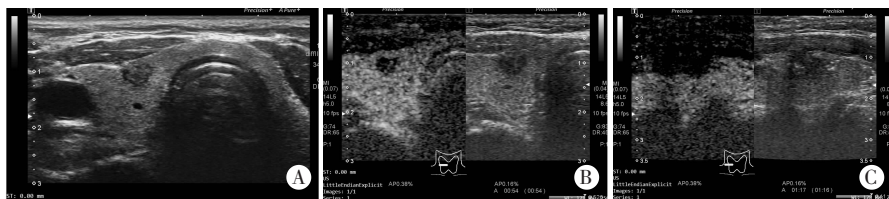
二维超声及 MWA 治疗前后 CUSE 图示
